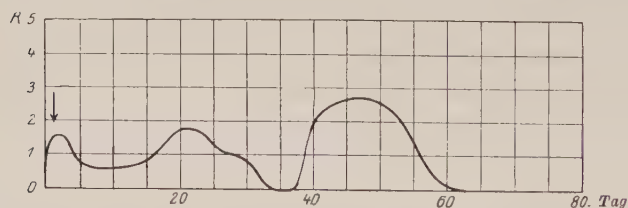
Etwas andere Verlaufsweise eines Röntgenerythems. (Nach Miescher.) Die Rötung verschwindet hier im Intervall zwischen 1. und 2. Welle (d. h. zwischen „Vorreaktion“ und „Hauptreaktion“) nicht ganz.
